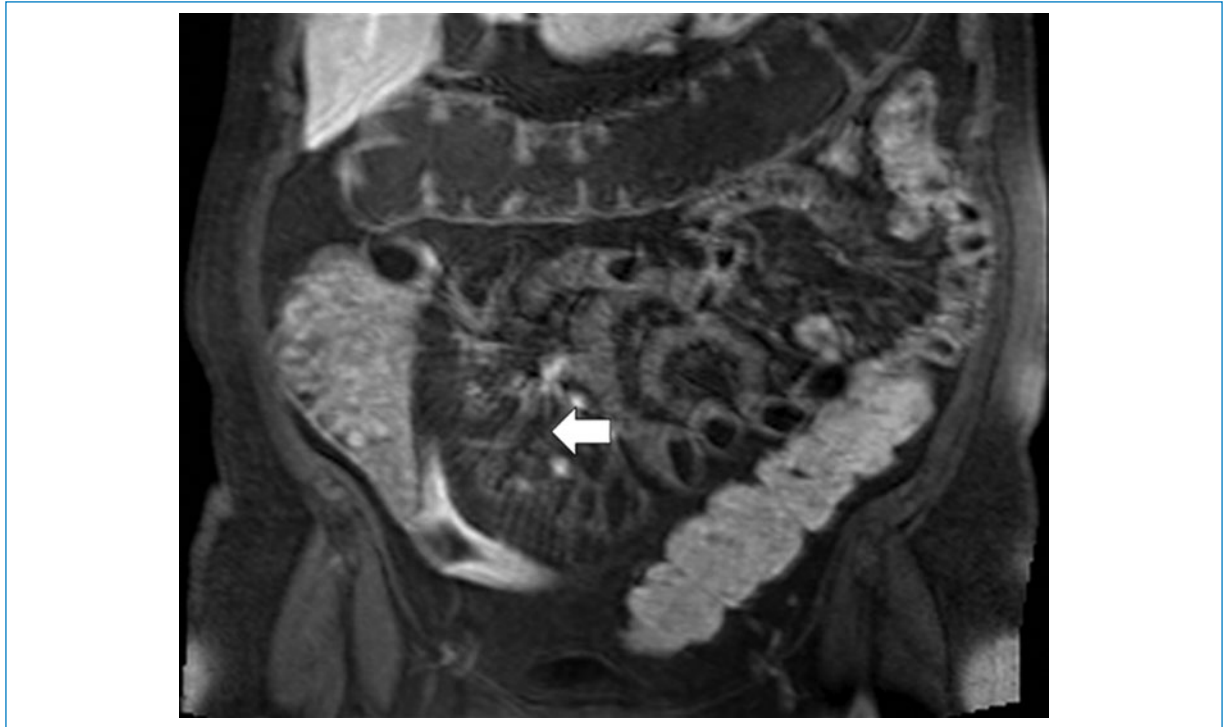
Varón de 40 años con diagnóstico de enfermedad de Crohn. Resonancia magnética contrastada, secuencia ponderada en T1 TSE con supresión grasa poscontraste con proyección de máxima intensidad en 3mm, con engrosamiento y aumento del realce de la pared del íleon, prominencia y rectificación de los vasos mesentéricos, configurando el signo del peine (flecha).
